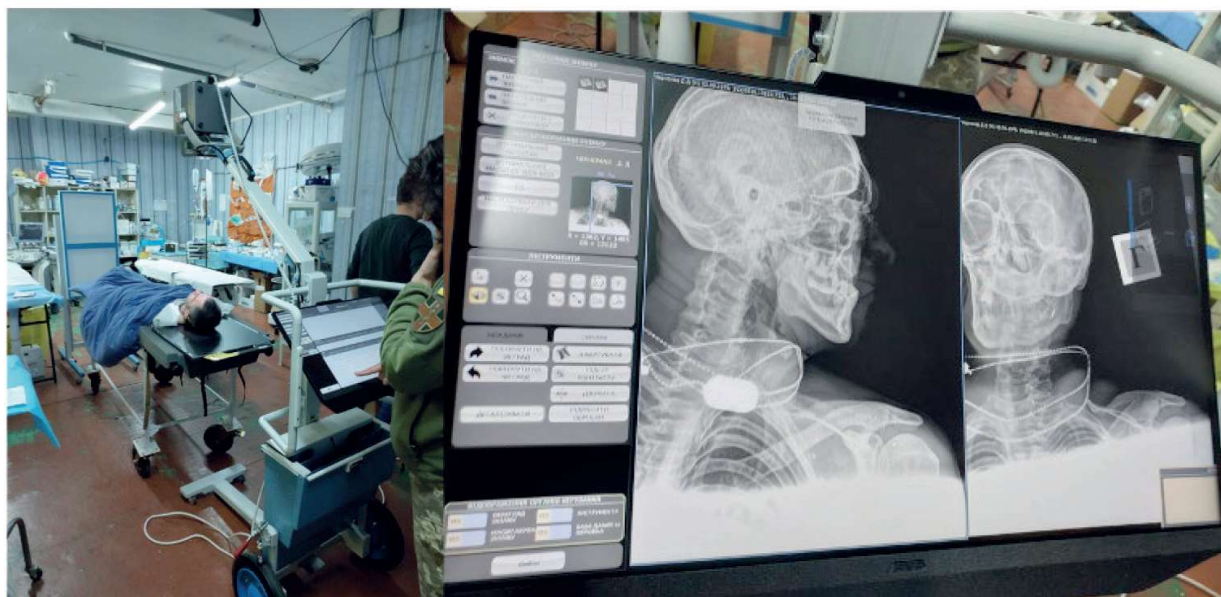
Проведення рентгенологічних досліджень в умовах мобільного госпіталю
